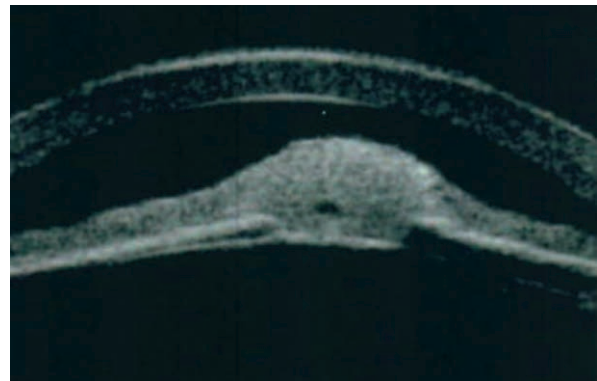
Échographie de la lésion présentée à la fig. 12-3, montrant une lésion iso-échogène avec une zone cavitaire intralésionnelle, de 1,69 mm d'épaisseur. Le mode Doppler ne montre pas de vascularisation intralésionnelle. Ces éléments, ainsi que la stabilité au cours du suivi, confirment le diagnostic de nævus irien.
